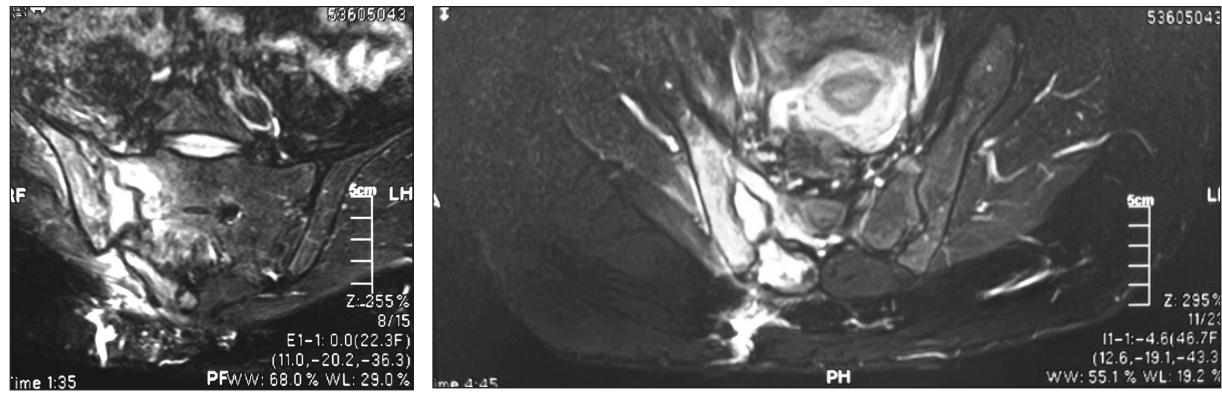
МРТ пациентки В. Прогрессирование воспалительного процесса в мягких тканях в области правого крестцово-подвздошного сочленения на 23-и сутки от начала развития сакроилеита
